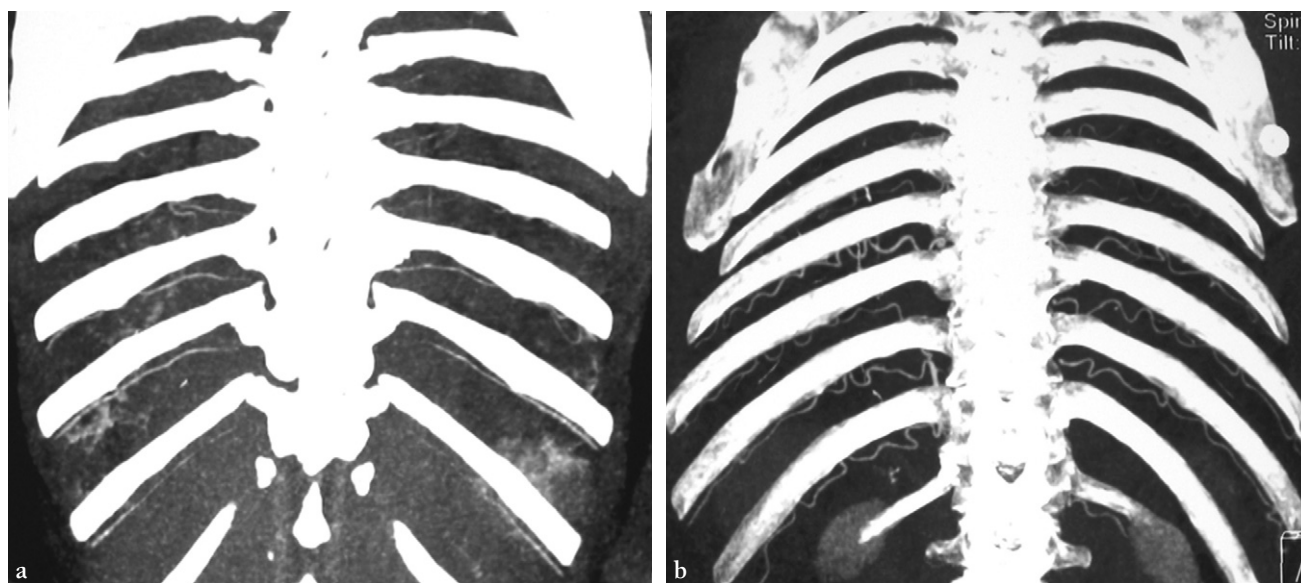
Artères intercostales sur un reformatage TDM en MIP de 30 mm d'épaisseur en incidence frontale.
